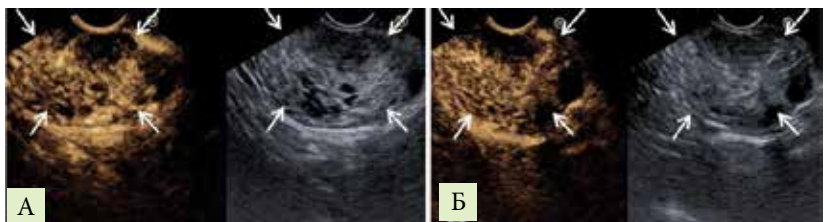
ЭндоУЗИ с контрастным усилением: А – артериальная фаза, Б – венозная фаза (изображение В-режима справа, режим контрастного усиления – слева, стрелками указан наружный контур новообразования)
